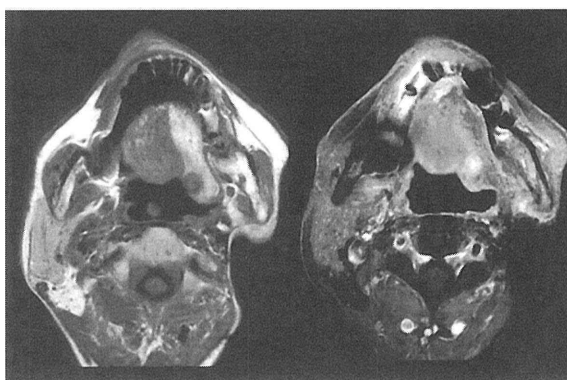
Magnetic resonance images of the lesion in the axial plane. The T1-weighted images showed a mass lesion with low signal intensity, while the lesion had signal intensity on T2-weighted images.
